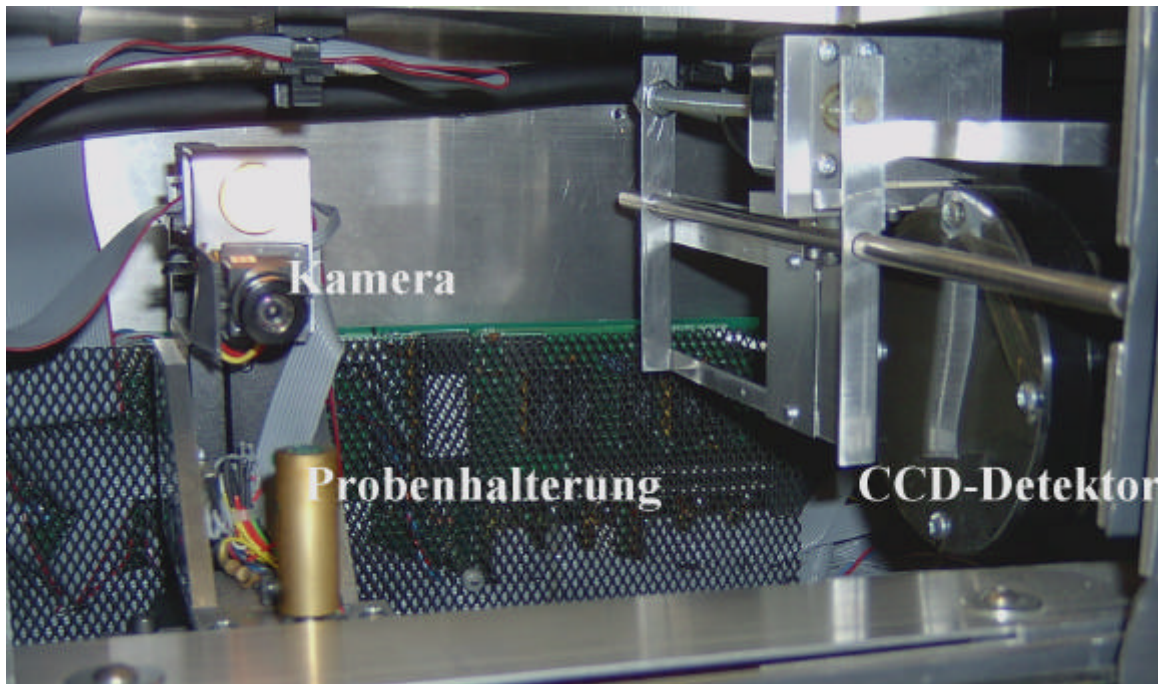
Mikro-CT mit Probenhalterung und CCD-Detektor
